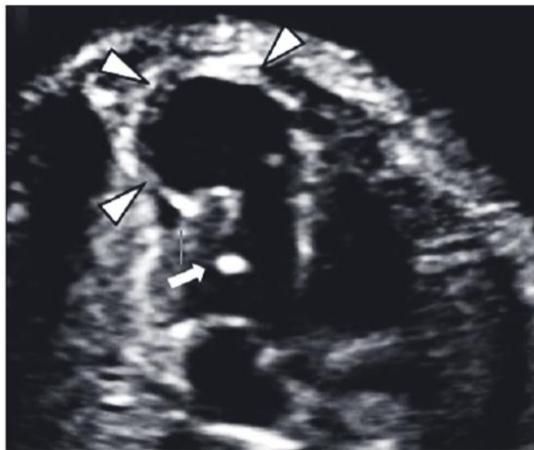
Ultrassonografia, das quatro câmaras do coração fetal, 22 semanas de gestação. Divertículo próximo ao ápice do ventrículo esquerdo (pontas de seta) e SGB no ventrículo esquerdo (seta) (Adaptado de Costa et al., 2018)(14).
